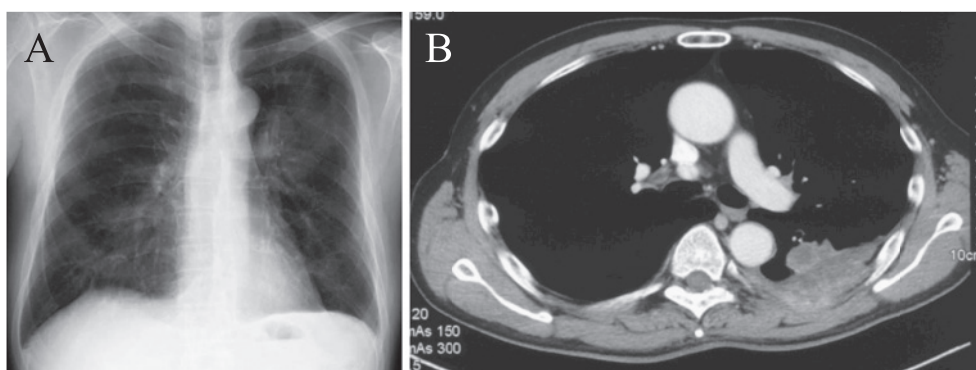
Chest X-ray film and CT scan on admission: the chest X-ray film shows a mass shadow in the left middle lung field (A); the chest CT scan shows a mass in the left S⁶ touching the pleura (B).
